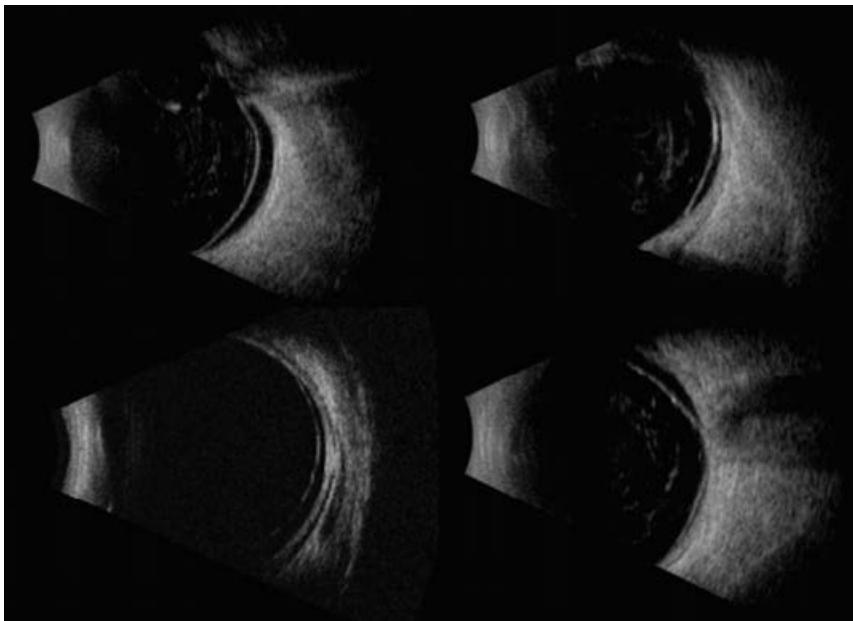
Ecografía ojo izquierdo de 10 y 20 MHz, luego de dos años de tratamiento con Pembrolizumab.
